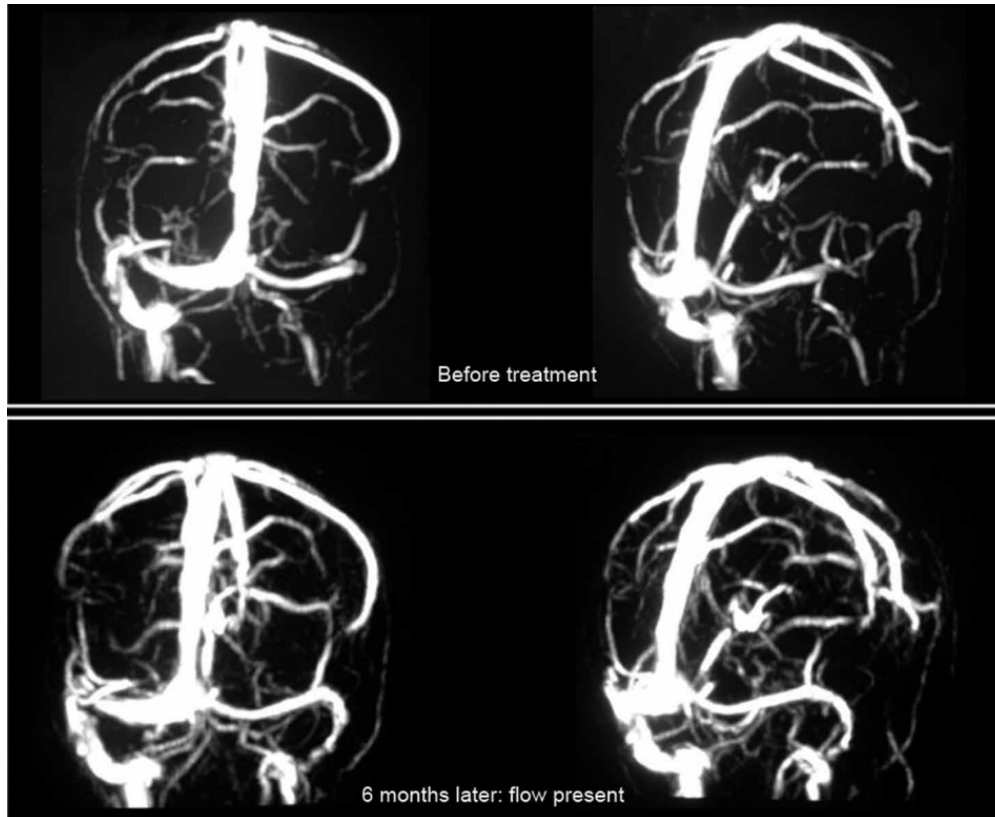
IRM cérébrale en séquence TOF chez un enfant ayant une thrombophlébite cérébrale du sinus sigmoïde gauche compliquant une otomastoidite homolatérale avec recanalisation partielle après 6 mois de traitement [64]
